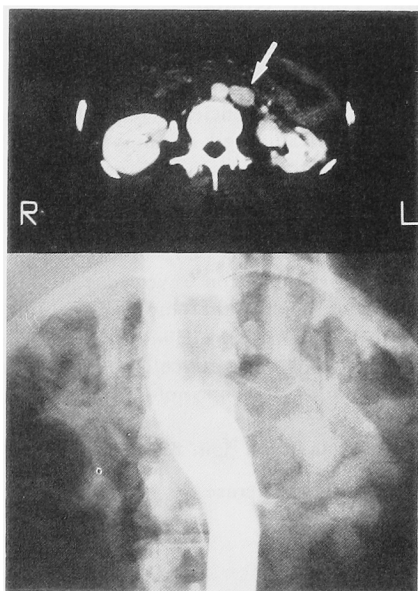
CT-scan and Venocavography revealed left inferior vena cava in case 1.
